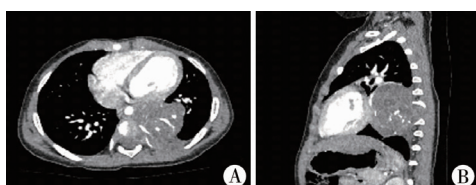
纵隔畸胎瘤影像学表现(病例 3) A:胸部增强 CT 显示:左后纵隔脊柱旁囊实性肿瘤,边界欠清,范围约 3.9 cm × 4.0 cm × 5.3 cm,CT 值 18 ~ 22 HU,其内可见多发斑点状及弧形条状钙化,增强后病变轻度不均匀强化; B:胸部增强 CT 矢状位显示:肿瘤致相邻胸主动脉、左下肺静脉受压变扁前移,部分病变经左侧第 7 ~ 8 椎间孔略向椎管内突出,左侧第 7 ~ 8 后肋受压变扁,周围肺野受压含气不良
